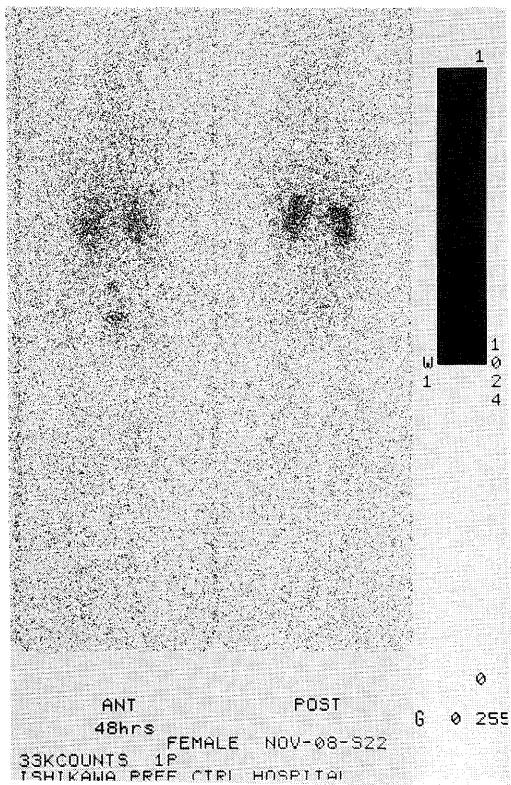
Pure red cell aplasia and hemochromatosis. Ga-67 whole body scintigraphy (anterior, posterior views) 48 hr post iv of Ga-67 111MBq. Note markedly decreased uptake of Ga-67, and faint uptake in kidneys, and urinary bladder. No normal distribution of Ga-67 was seen (Altered biodistribution of Ga-67).
